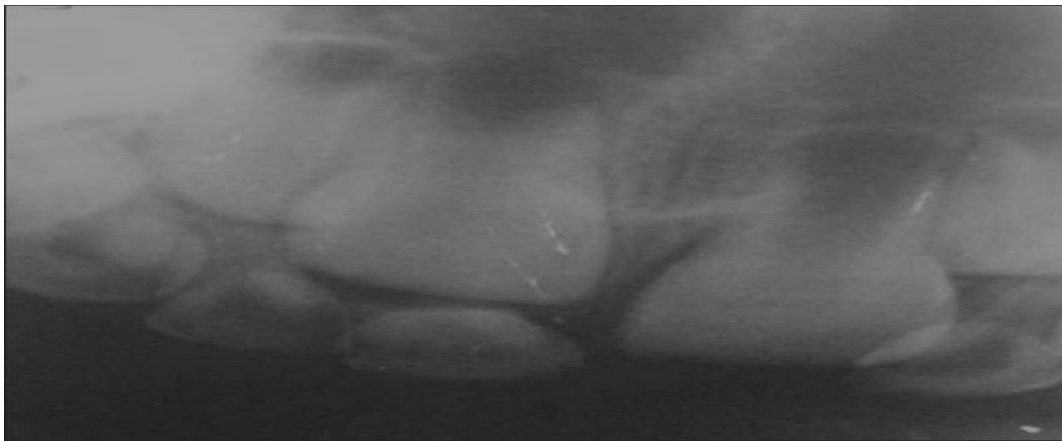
Radiografia periapical mostra a erupção na cavidade cística não visível
